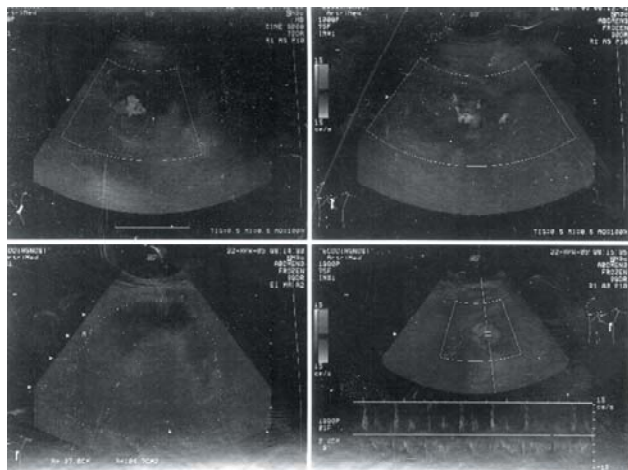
Aspectul ecografic al formațiunii.
